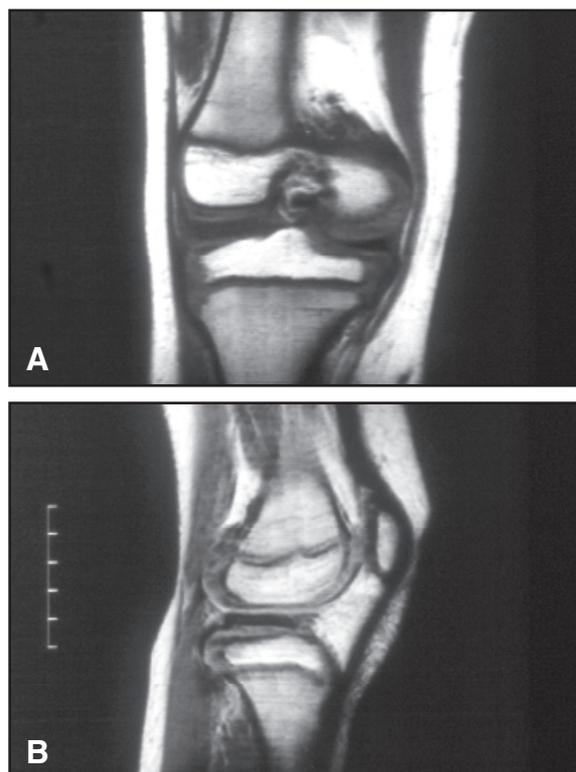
Imagen de RMN en T1 en plano frontal (A) y perfil (B) de un menisco discoideo externo.
